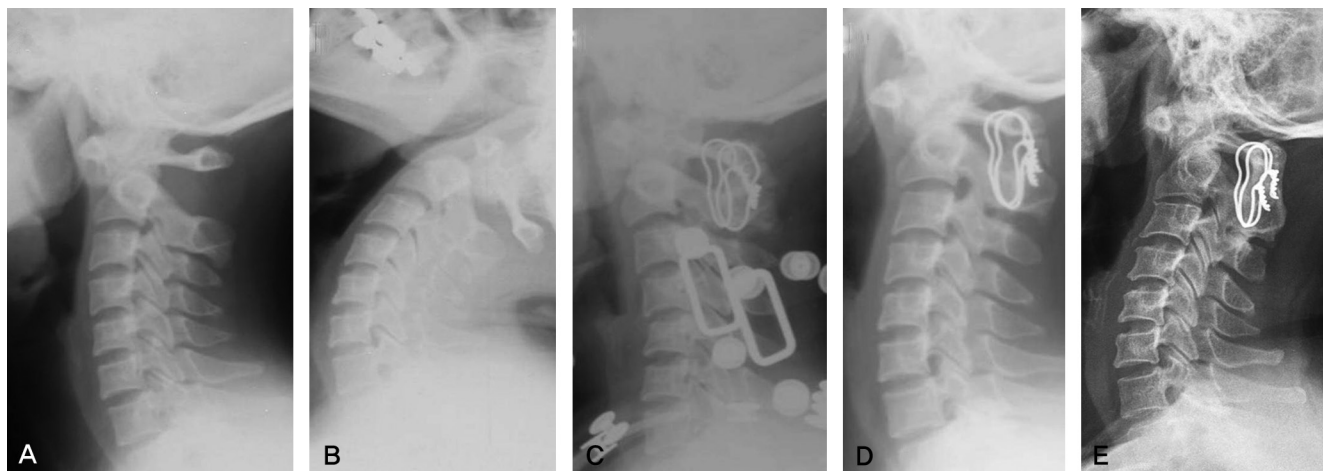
Preoperative (A) flexion and (B) extension radiographs of a 31 year-old woman who underwent AAF using PWT for AAI caused by Os dontoideum. (ADI : 10 mm, posterior arch-lamina angle : 38°) (C) This film obtained immediately after surgery shows complete reduction (ADI :2mm, posterior arch-lamina angle : 15°) and subaxial kyphosis. (D) At postoperative 5 months, shows further loss of reduction (ADI : 8mm), AAF and alignment exchanged from kyphosis to lordosis. (E) Sixteen-year follow up radiograph shows that ADI (10mm) increase more than at postoperative 5 month after AAF. AAF: atlantoaxial fusion, ADI: atlanto-dental interval, PWT: posterior wiring technique, AAI: atlantoaxial instability
